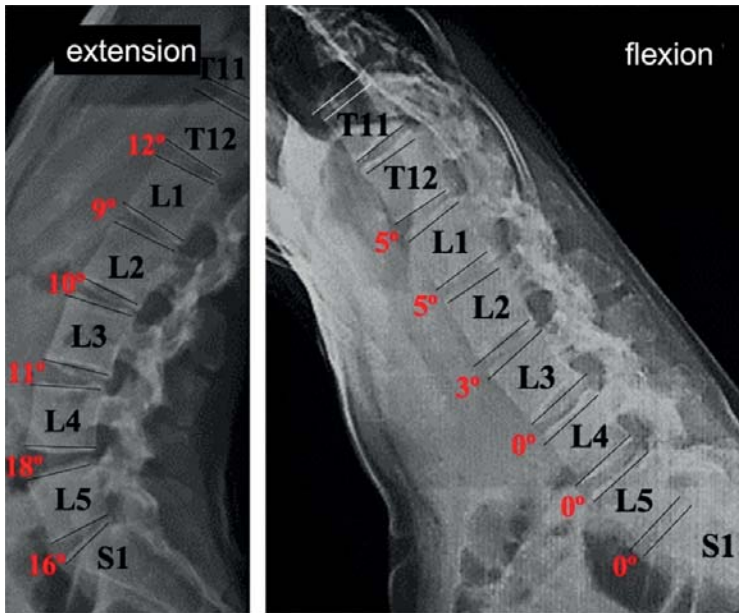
Niña de 14 años con AIS tipo 1CN Lenke (Cobb de 54°) que se sometió a cirugía de corrección con instrumentación T3-L3. Las imágenes muestran radiografías sagitales de la columna lumbar en extensión máxima y flexión después de la retirada de los implantes (Donadas por el Dr. Burgos Flores).
